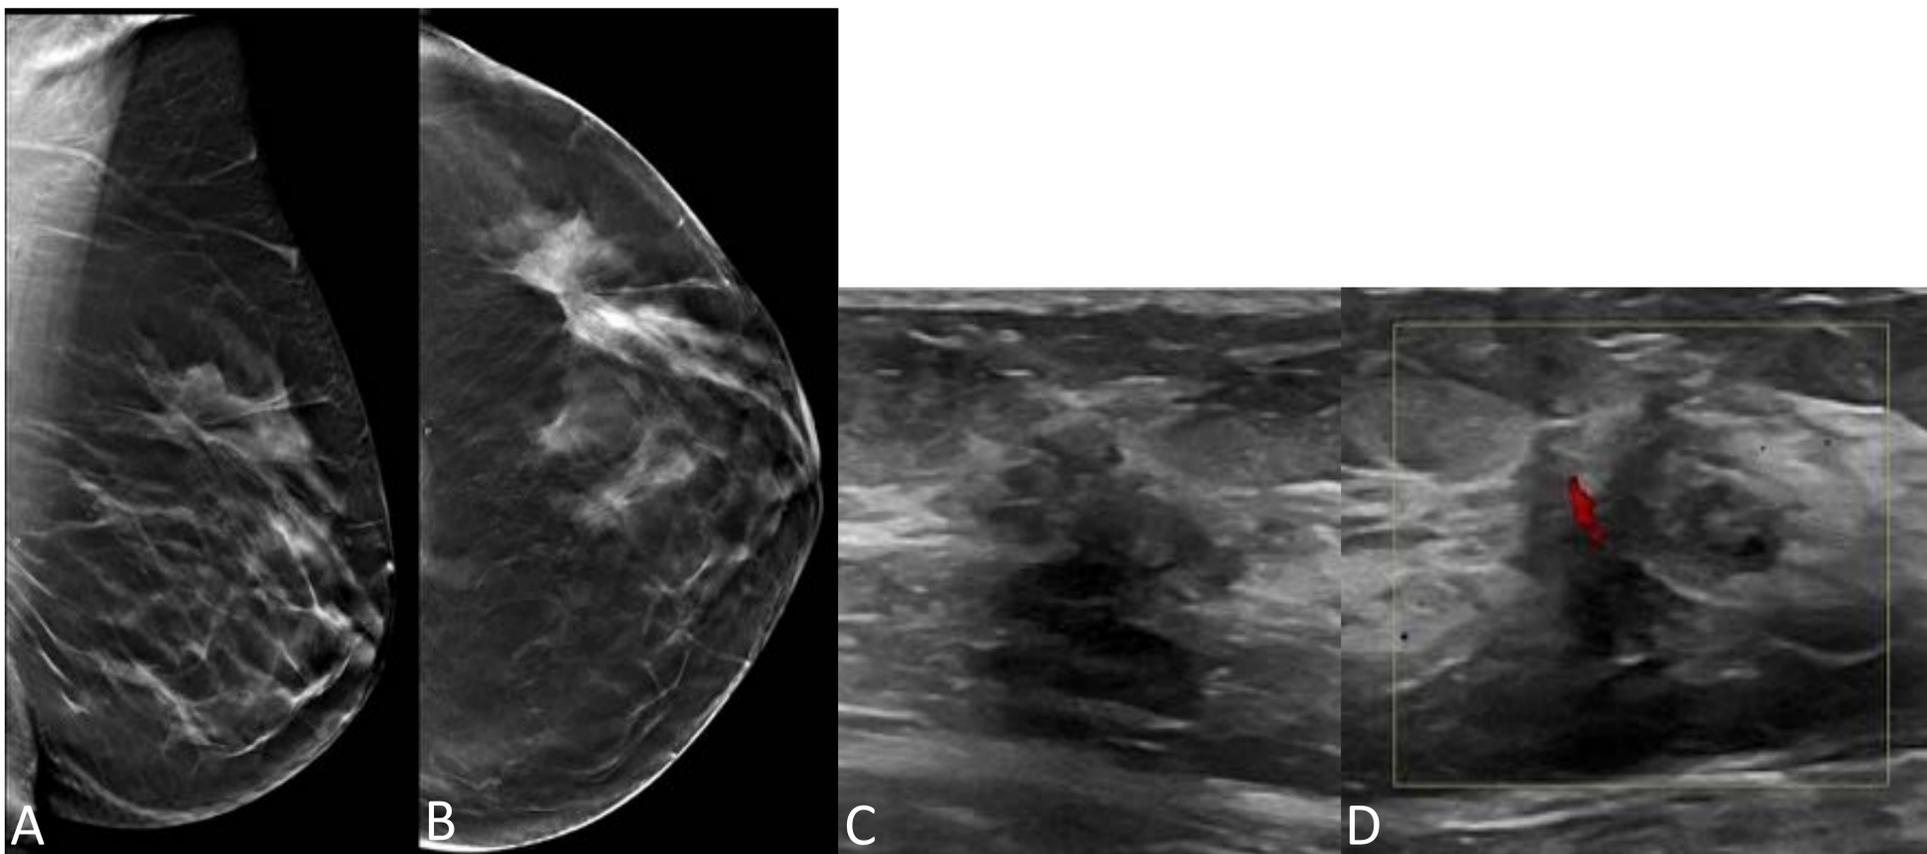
A,B. Tomosíntesis de mama izquierda, C-View. Proyecciones OML (A) y CC (B). Se aprecia una distorsión arquitectural en el CSE. C. En la ecografía, se aprecia un nódulo hipoecogénico irregular de 17,8 mm. D. En el estudio Doppler, el nódulo presenta vascularización interna.
